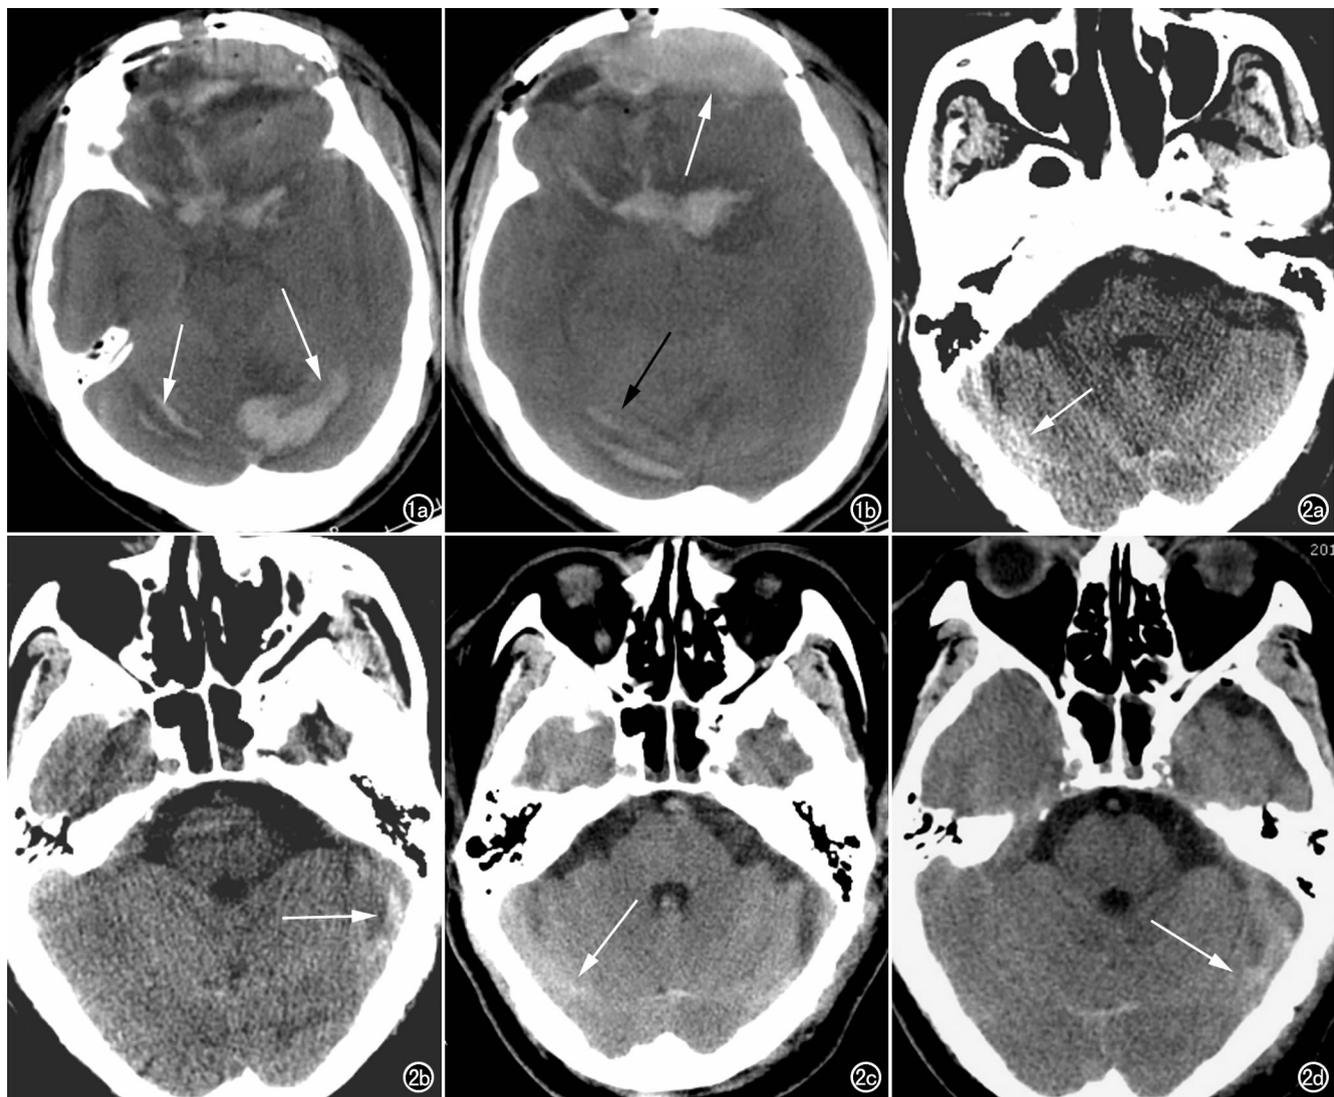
男,52岁,额底嗅沟脑膜瘤,行额部开颅手术。a) 术后10h CT平扫示手术部位硬膜下出血、额叶脑实质出血,幕下两侧小脑实质及小脑上表面见弧形出血(箭); b) CT平扫示额部大量硬膜下血肿(白箭),小脑上表面见弧形出血(黑箭),呈“斑马征”。图2 男,71岁,左额叶脑膜瘤开颅术后。a) CT平扫示小脑上表面弧形出血(箭); b) CT平扫示左侧小脑表面线条状出血(箭); c) 清除幕上出血后CT平扫复查示小脑表面及右侧天幕缘有线状出血(箭); d) 清除幕上出血后CT平扫复查示左侧天幕缘有线状出血(箭)。
